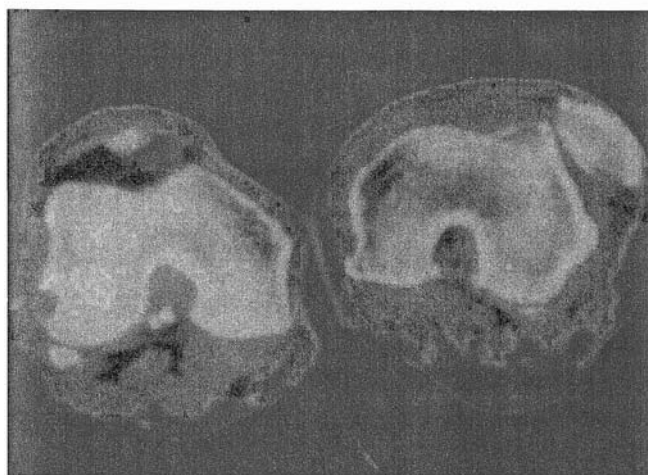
TAC en extensión de ambas rodillas. Se puede ver una luxación completa de la patella y elongación de las partes blandas mediales.
